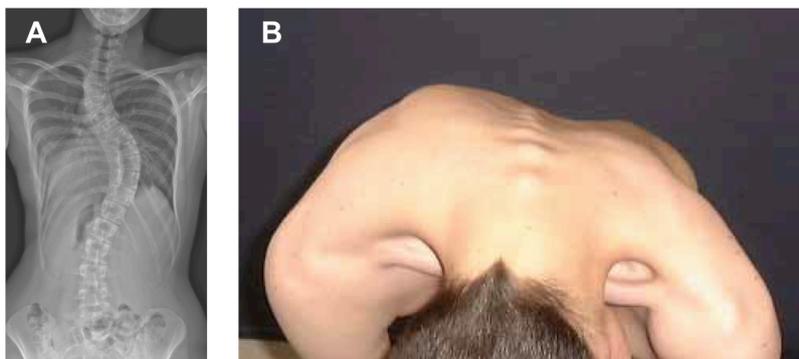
A. Aspect sur une radiographie du rachis de face d'une scoliose thoracique droite. B. Aspect clinique d'une gibbosité thoracique droite (*image J. Lechevallier*).
